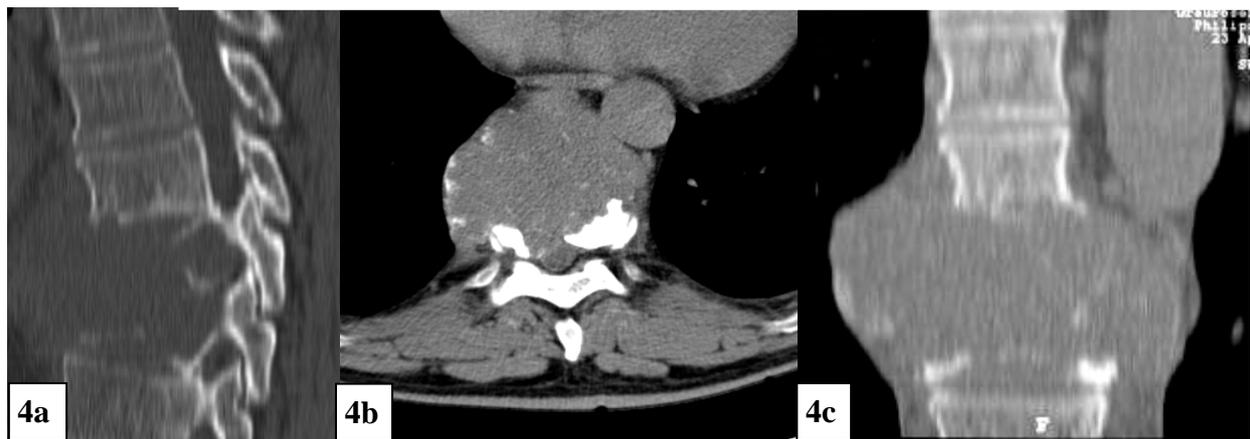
CT-Darstellung eines riesenzellreichen Osteosarkoms Th6 bis Th7 in a) sagittaler, b) axialer und c) koronarer Schnitfführung
